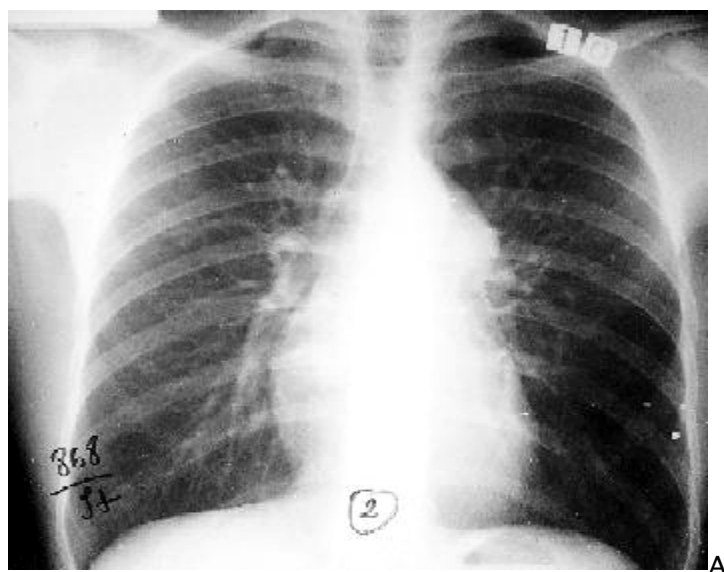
Radio thorax : Radiographie : élargissement du médiastin au niveau de la fenêtre aortico-pulmonaire [181].
